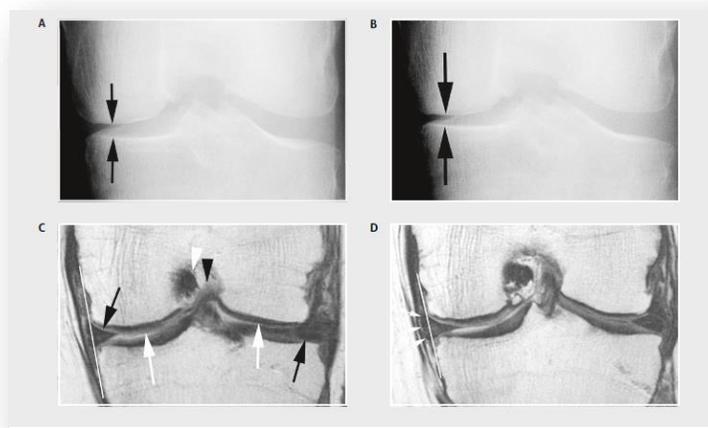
Imagenología de rodilla con artrosis, A) Radiografía normal B) Radiografía con 3 años de seguimiento con estrechamiento del espacio articular, C) Resonancia magnética donde se muestran los tejidos blandos relacionados con la artrosis, D) Resonancia magnética con tres años de seguimiento donde se observa la extrusión meniscal.⁴²
